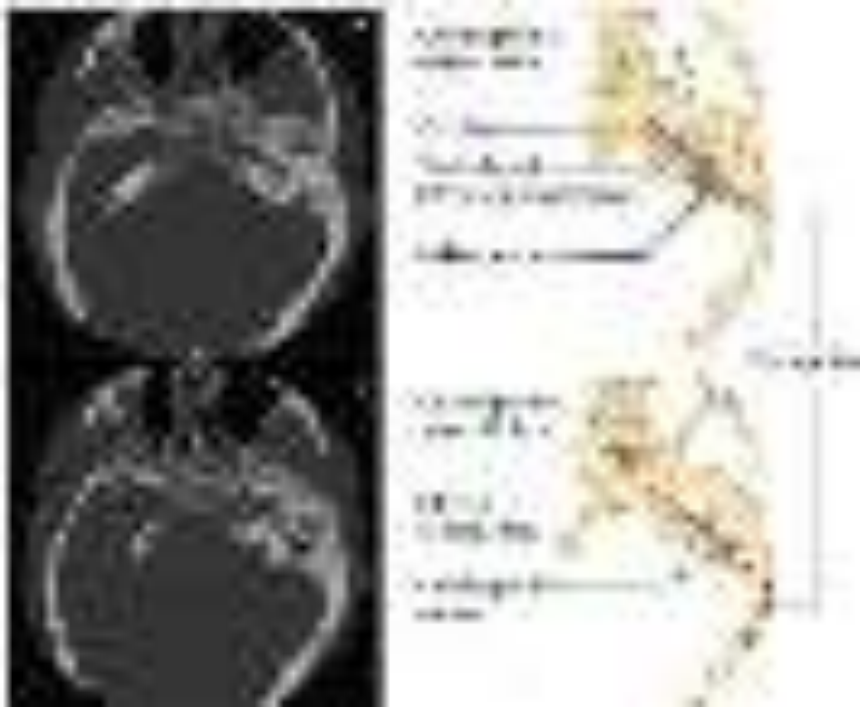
CT scan untuk evaluasi kelainan kongenital
